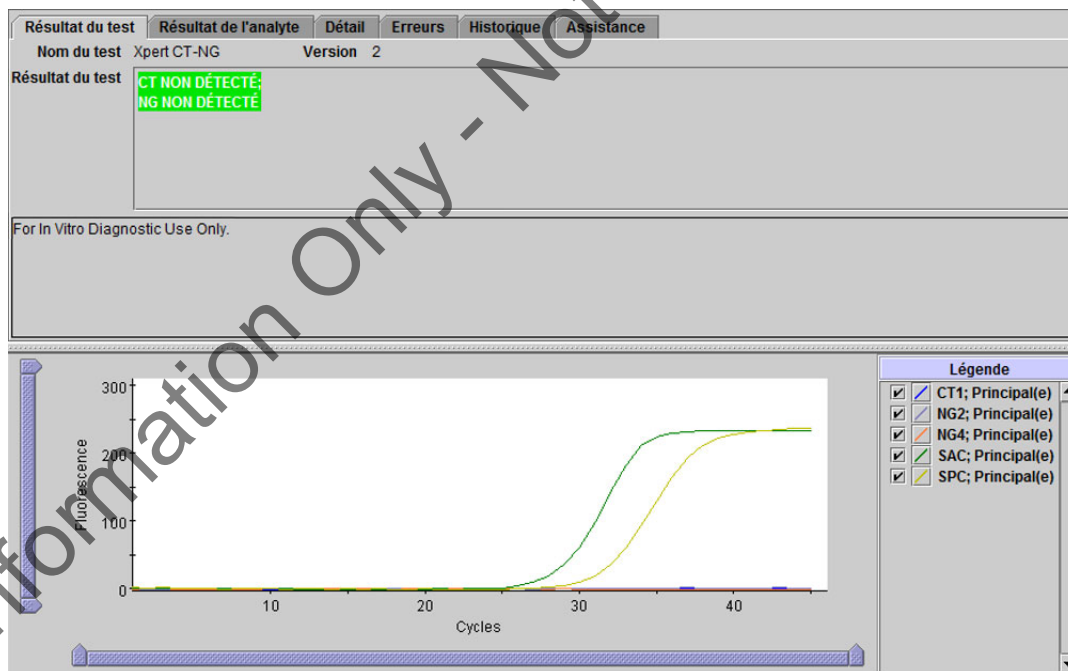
Xpert CT\_NG - CT non détecté et NG non détecté
